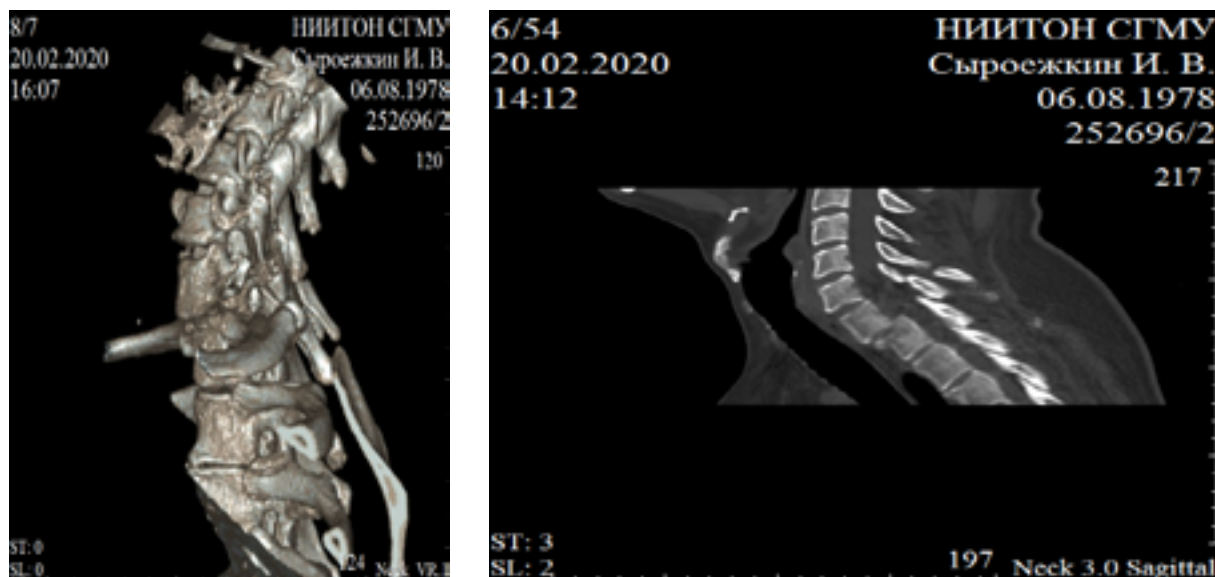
Компьютерная томография переходного шейно-грудного отдела позвоночника больного М.
